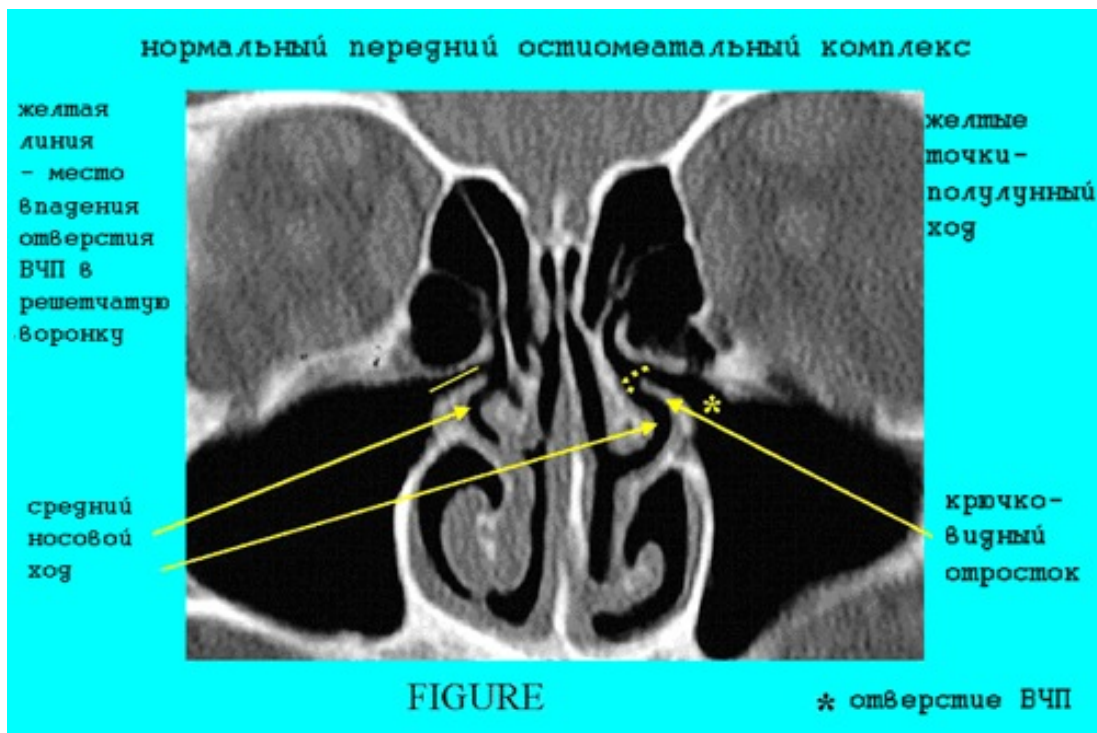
КТ полости носа. Нормальный передний остиомаатальный комплекс. Хорошо видна анатомия решетчатой воронки и крючковидного отростка.
